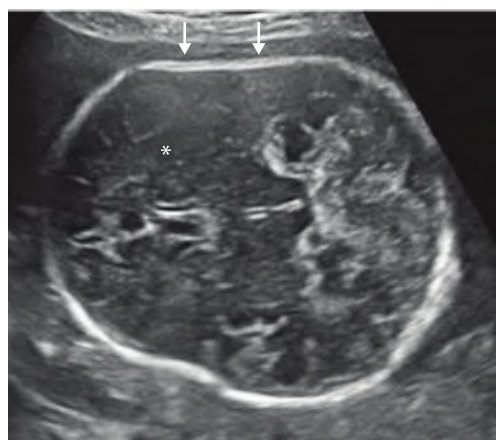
Ostéogenèse imparfaite (37 SA). Coupe transversale du pôle céphalique. On note un modelage de l'os pariétal proximal par la pression exercée par la sonde (→). La faible ossification du crâne permet une bonne conduction des ultrasons même en région proximale (*).
